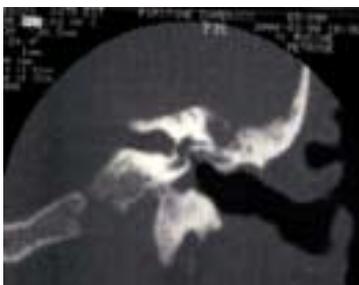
TC coronale: interruzione del tegmen antri
